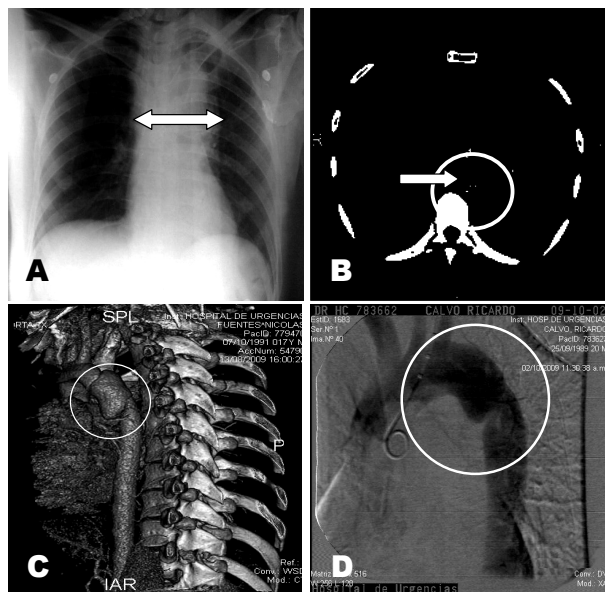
Metodología Diagnóstica. A) Rx. Tórax - (flecha: Mediastino ensanchado > 8 cm). B) Angio TC multicorte (flecha y círculo: Pérdida del contorno aórtico). C) Angio TC multicorte con reconstrucción 3D (círculo: Transección aórtica). D) Aortograma (círculo: Pseudo-aneurisma aórtico).
